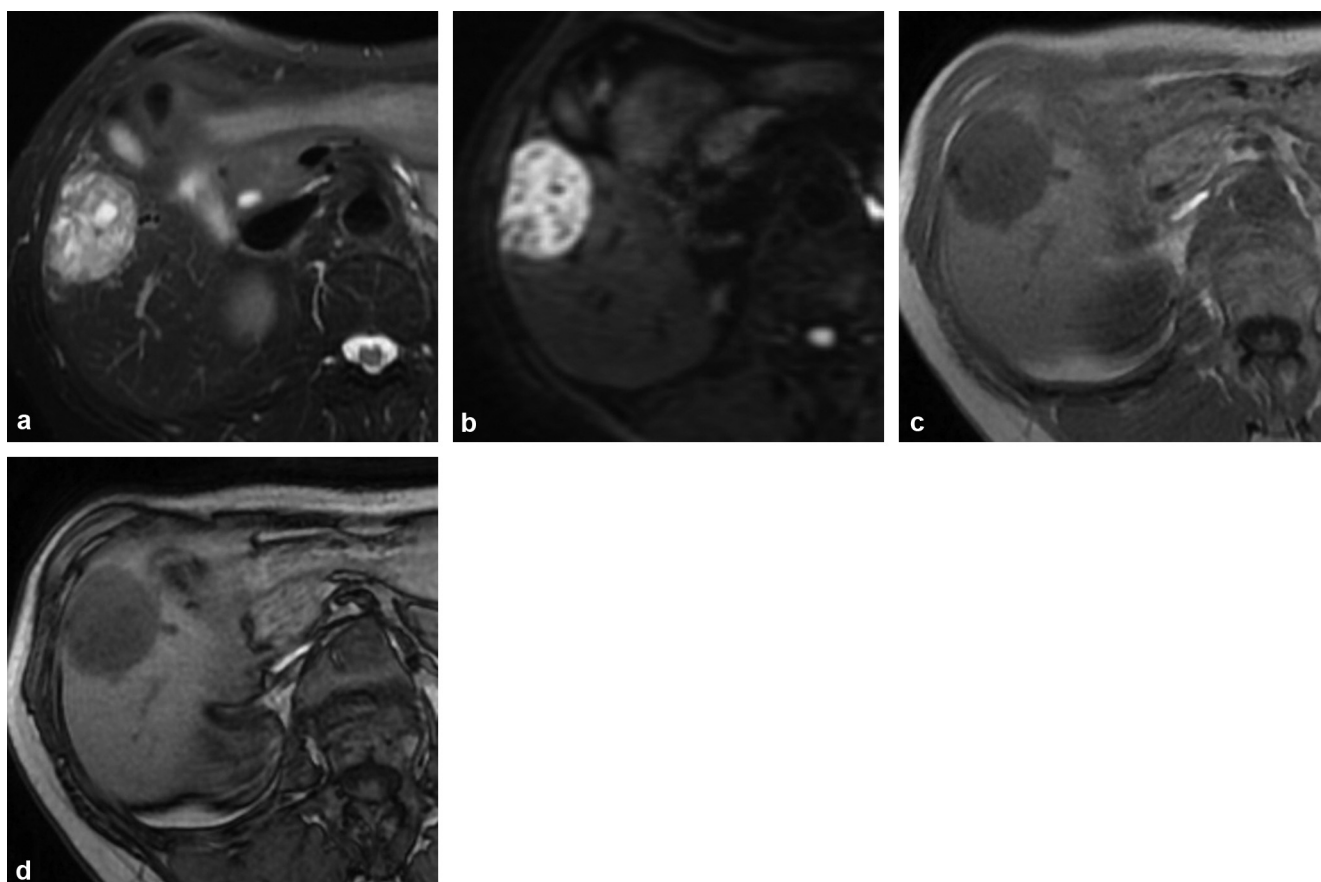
a : IRM coupe axiale FSE T2 ; b : IRM coupe axiale diffusion ; c : IRM coupe axiale *in-phase* ; d : IRM coupe axiale *out-of-phase*.
